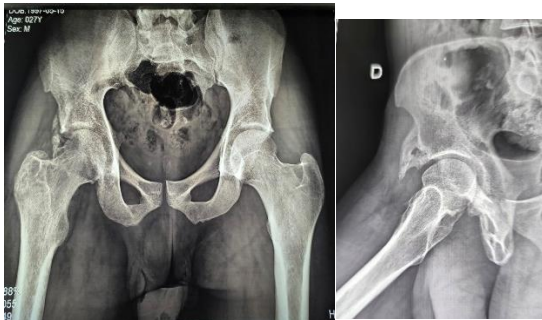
Radiographie du bassin et de la hanche droite montrant la nécrose de la tête fémorale et la coxarthrose.
